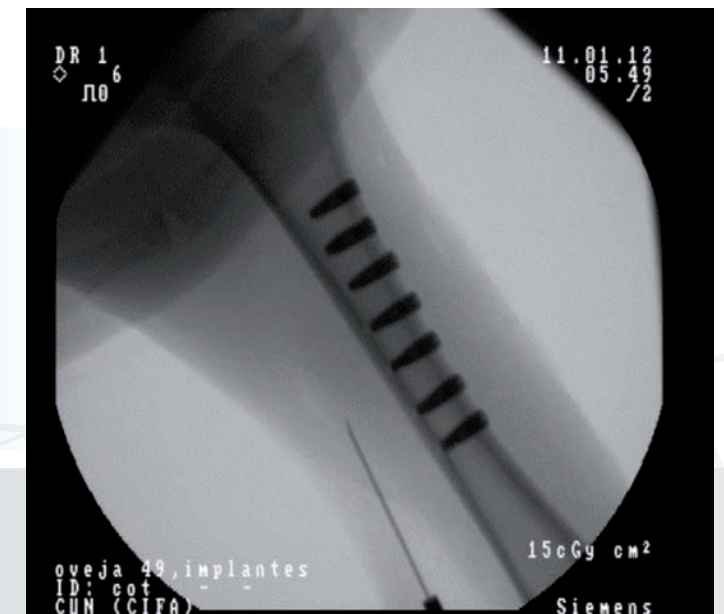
Radiografía de los implantes colocados en la tibia
